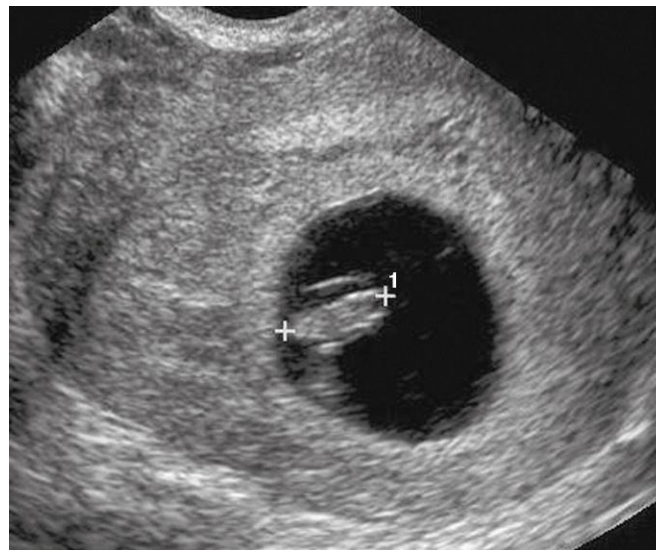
Ecografía transvaginal de un embrión de 7 semanas (calibradores, LOC de 10mm) rodeado por la membrana amniótica en el interior de la cavidad coriónica (región oscura). (Por cortesía del doctor E.A. Lyons, profesor of Radiología, Obstetricia y Ginecología, y Anatomía, Health Sciences Centre and University of Manitoba, Winnipeg, Manitoba.)
